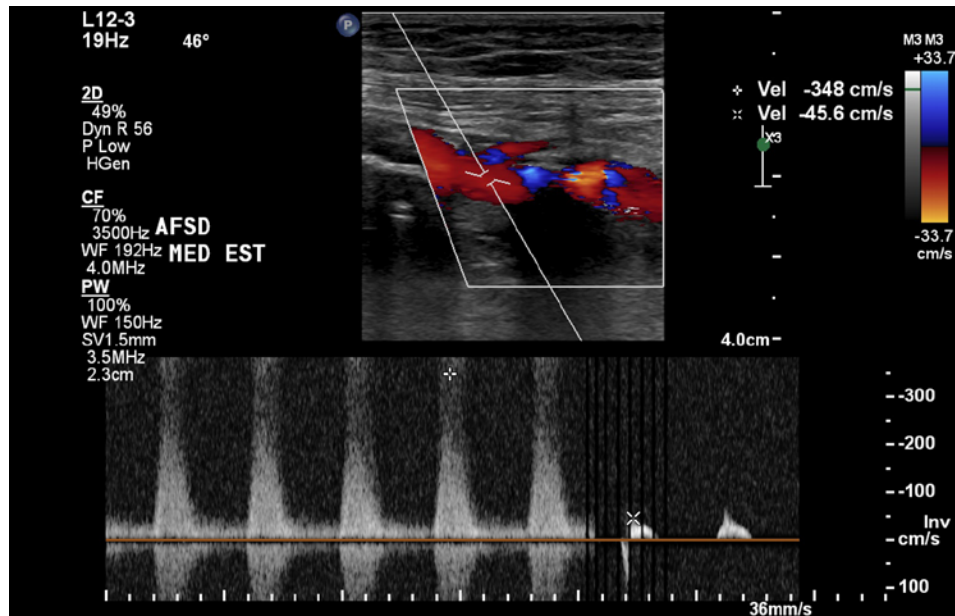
Doppler pulsado de dois pontos na artéria femoral superficial direita (terço médio)
